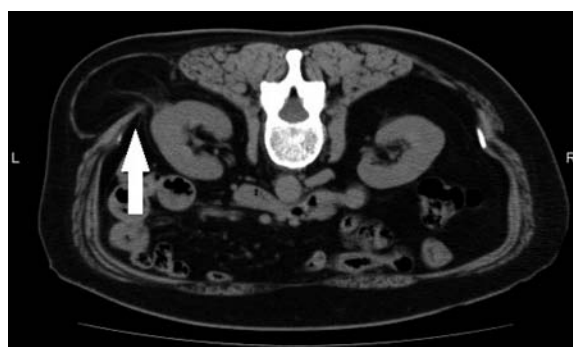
CT, scanned in abdominal position, showed a hernia, through left lumbar fascias, of perinephric fat tissue with Gerota's fascia.
